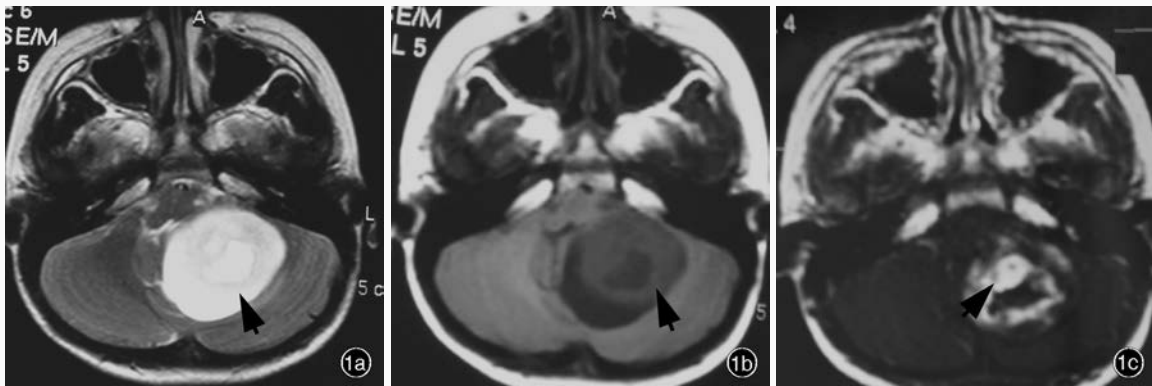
头部MRI检查所见 1a 横断面T<sub>2</sub>WI显示,左侧小脑半球、小脑蚓部类圆形、囊实性占位性病变,实性部分呈不均匀高信号,周围囊性区域呈更高信号(箭头所示) 1b 横断面T<sub>1</sub>WI显示,左侧小脑半球、小脑蚓部类圆形占位性病变,实性部分呈不均匀低信号,周围囊性区域呈更低信号(箭头所示) 1c 横断面增强T<sub>1</sub>WI显示,病灶实性部分呈明显不均匀强化,周围可见斑片样强化(箭头所示)
